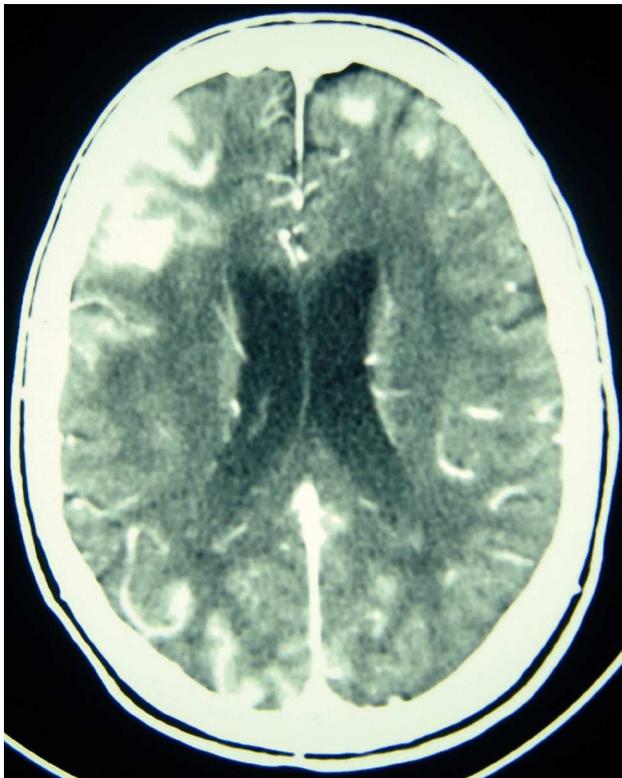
Tomografía craneal sin contraste: corte axial a nivel de ventrículos laterales en el que se visualiza hiperdensidad de surcos cerebrales, más llamativa a nivel frontal derecho, compatible con hemorragia en el espacio subaracnoideo.
